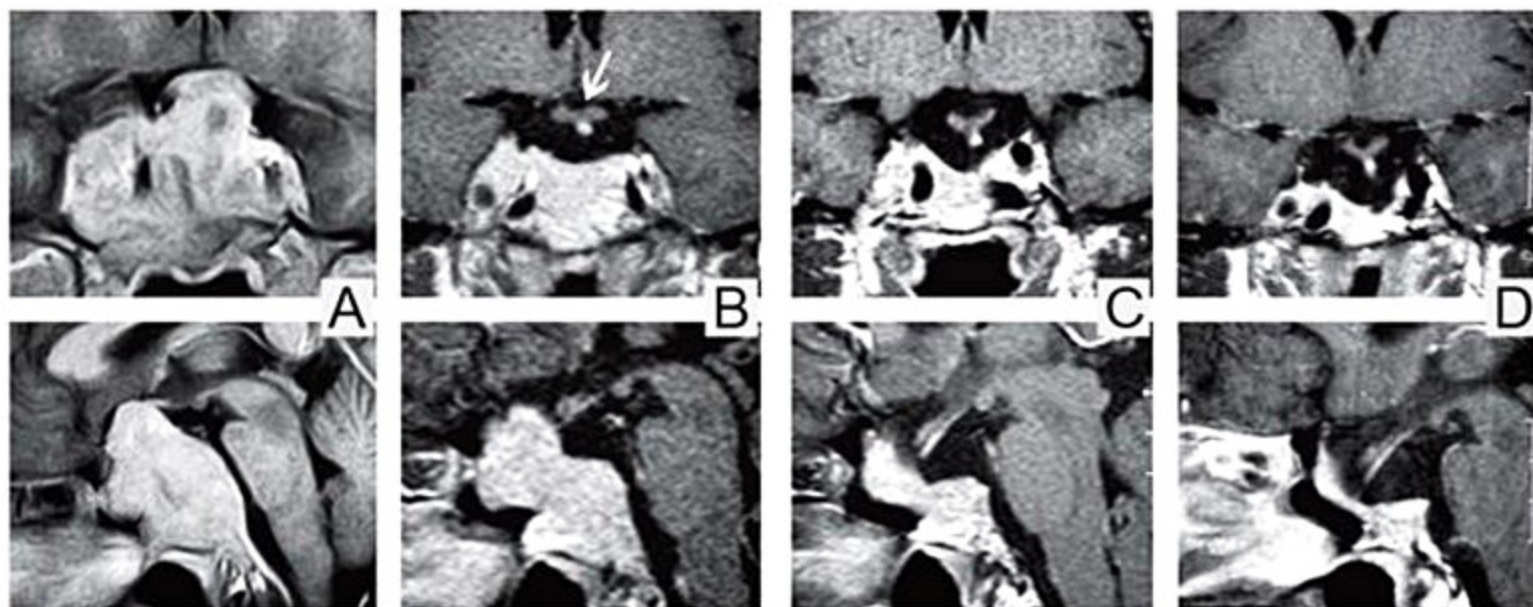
Imagens de ressonância magnética T1 com contraste de paciente com macroprolactinoma. A: Antes do tratamento demonstrando expansão do tumor para a região supra-selar com compressão do quiasma e parasselar com envolvimento de seio cavernoso. B: Durante o quarto mês de tratamento com bromocriptina demonstrando grande redução do tumor com descompressão do quiasma óptico (seta). C e D: Durante o segundo e o quarto ano de tratamento, respectivamente, mostrando redução progressiva do tumor restando apenas pequeno resíduo tumoral intra e parasselar com invaginação da aracnoide para o interior da sela (sela parcialmente vazia).
